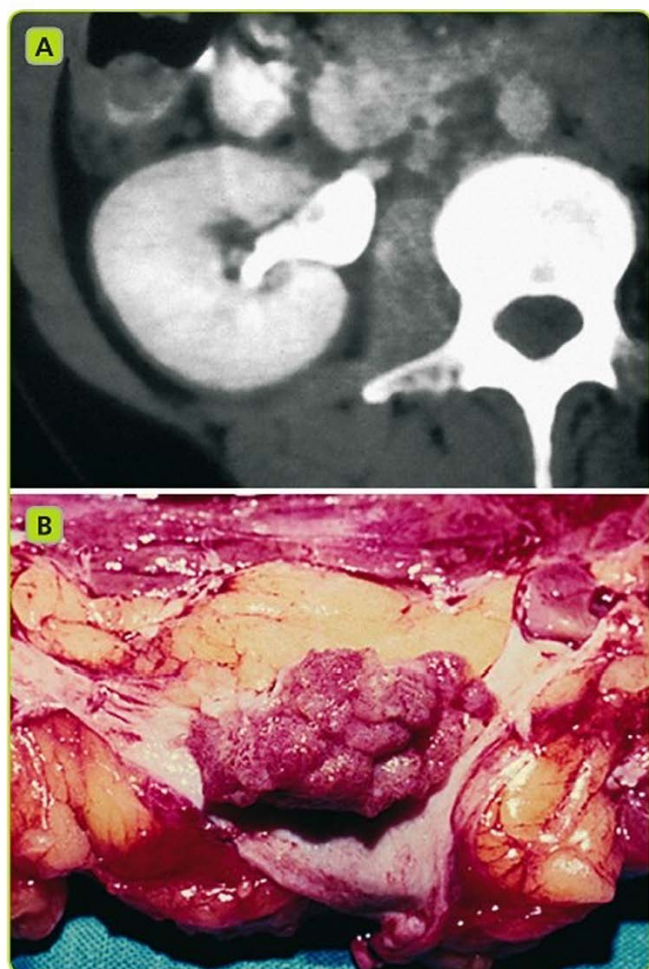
Carcinoma uroteliale a cellule transizionali con sede sulla pelvi renale. A. Immagine TC con una lesione esofitica di piccole dimensioni. B. Reperto di nefroureterectomia.
